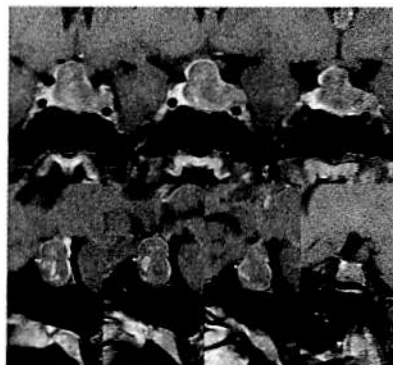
術前頭部 MRI (T1WI Gd+), 上段: 冠状断, 下段: 矢状断): トルコ鞍内から鞍上部へ進展し、更に左海綿静脈洞へ浸潤する、25x20x20mm 大の下垂体腺腫を認める。また、周囲には菲薄化した正常下垂体組織も認めた。
